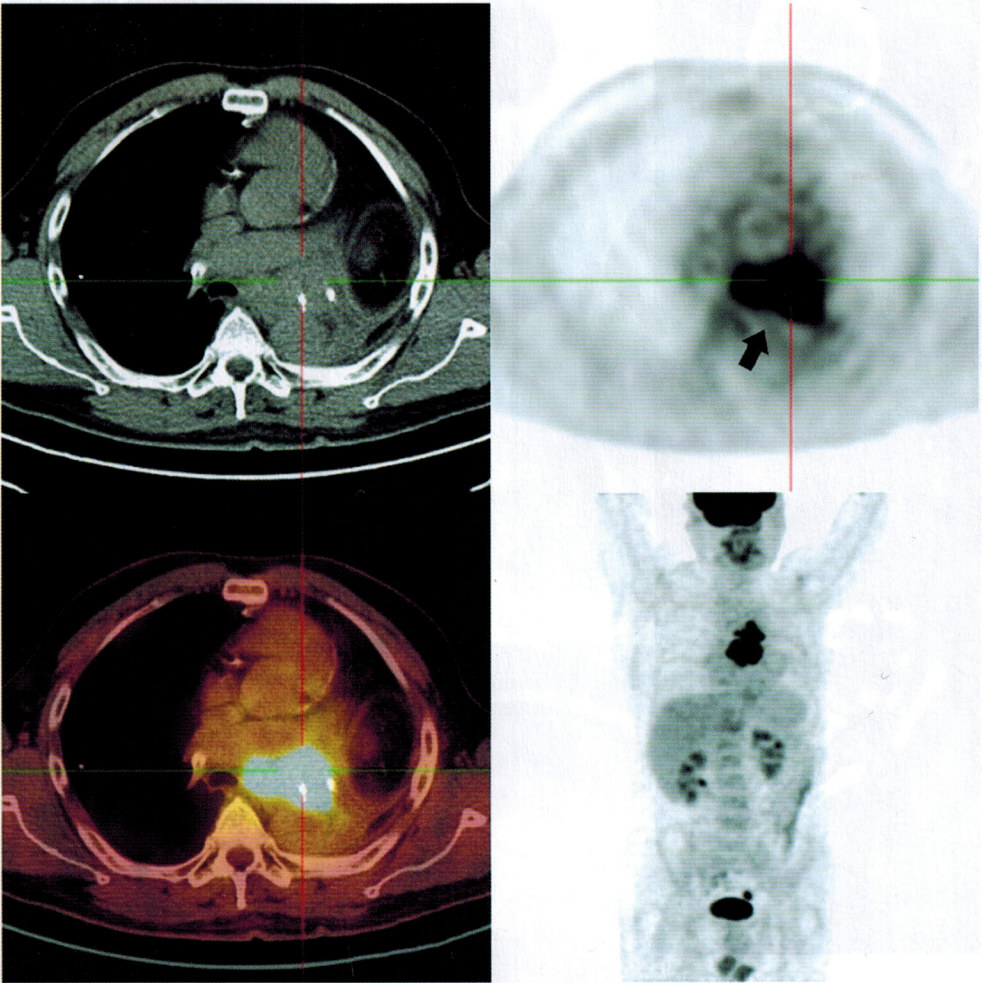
Участки фиксации радиофармпрепарата в лимфоузлах средостения и корне левого легкого (см. стрелки на рис. 1739, с. 577) при контрольном сканировании на ПЭТ КТ с целью оценки рецидива рака левого легкого после тотальной пульмонэктомии
